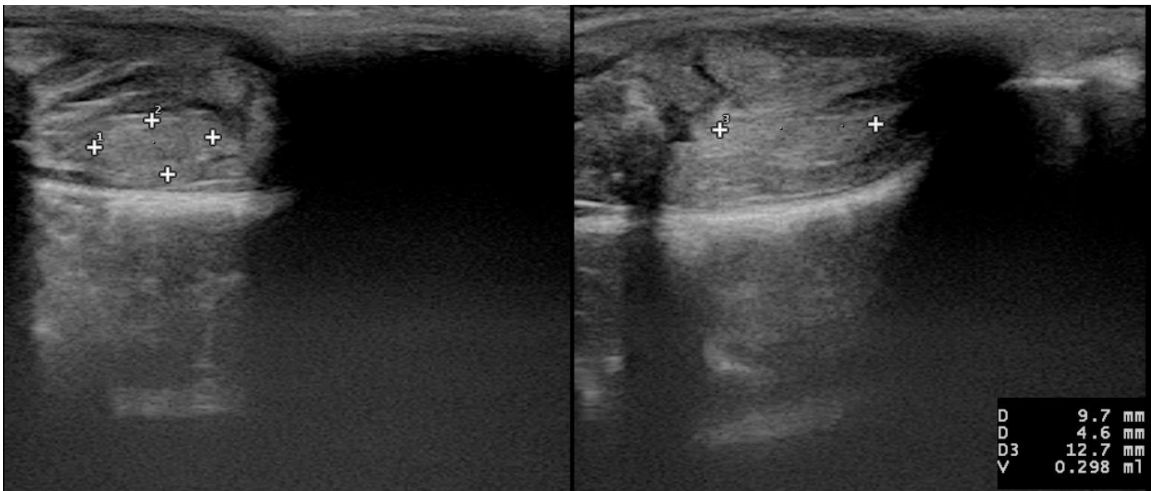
Grup L1 Postoperatif 3. Gün USG
